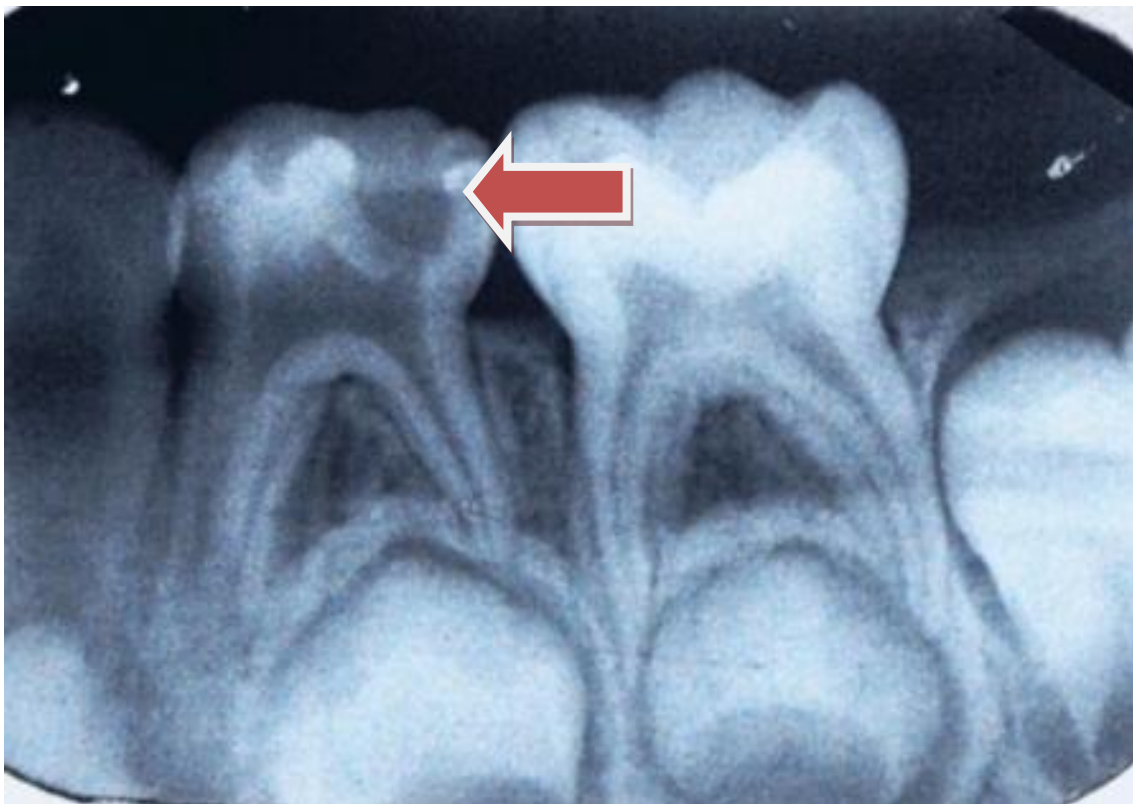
Radiografía periapical donde se observa la caries de 2do. Grado.
